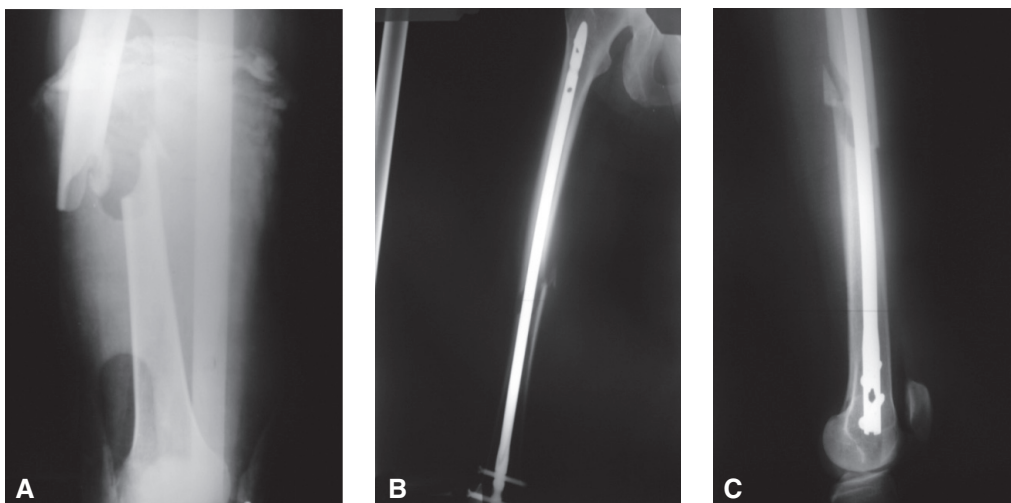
A. Fractura medio-diafisaria de fémur. B y C. Radiografías anteroposterior y de perfil de enclavado endomedular retrógrado.
